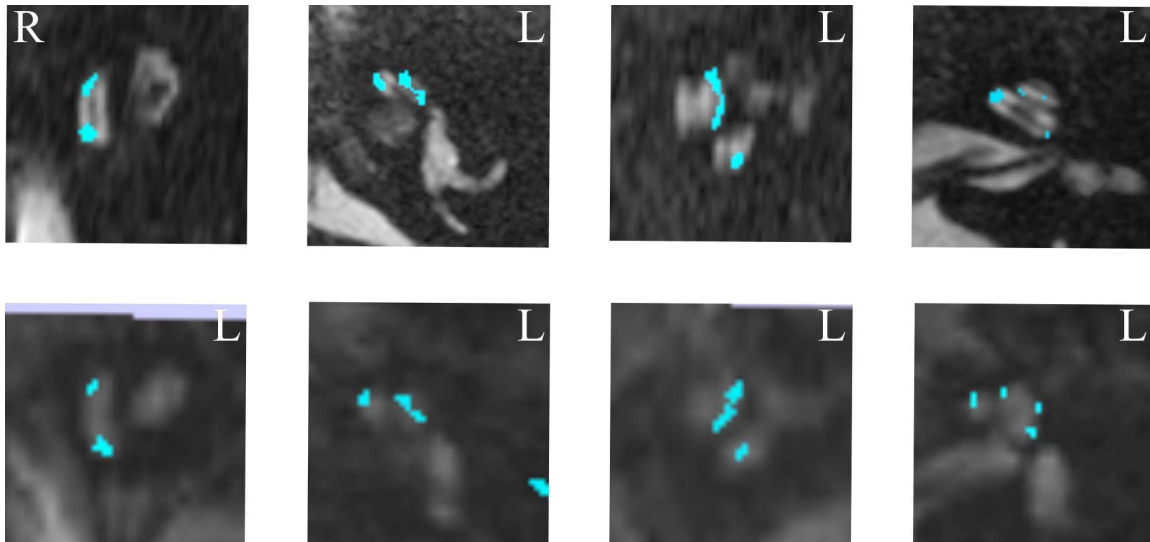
Beispiele für die Bildauswertung bei MRT mit hoher und niedriger Bildqualität.
